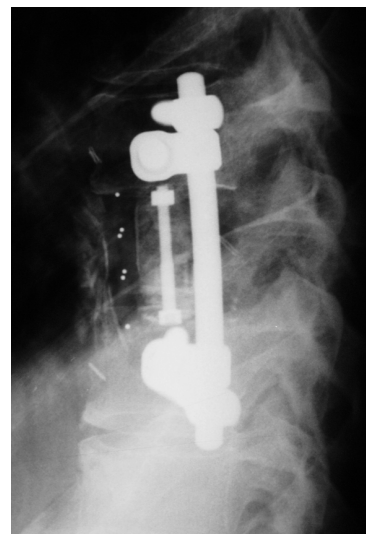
Metástasis secundaria a neo gástrica con compresión medular. A: Radiología: fractura patológica. RM imágenes características sagitales en T1 y T2 con compresión medular. Corte axial con la imagen definitiva en tienda de campaña por expansión del tejido tumoral hacia canal alrededor del LVCP. B: Imagen intraoperatoria del abordaje anterior, resección y estabilización. C: Control postoperatorio.
